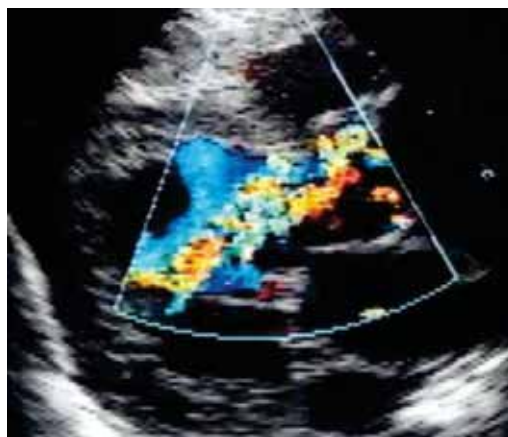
Echocardiography on admission showing severe congenital aortic regurgitation.
